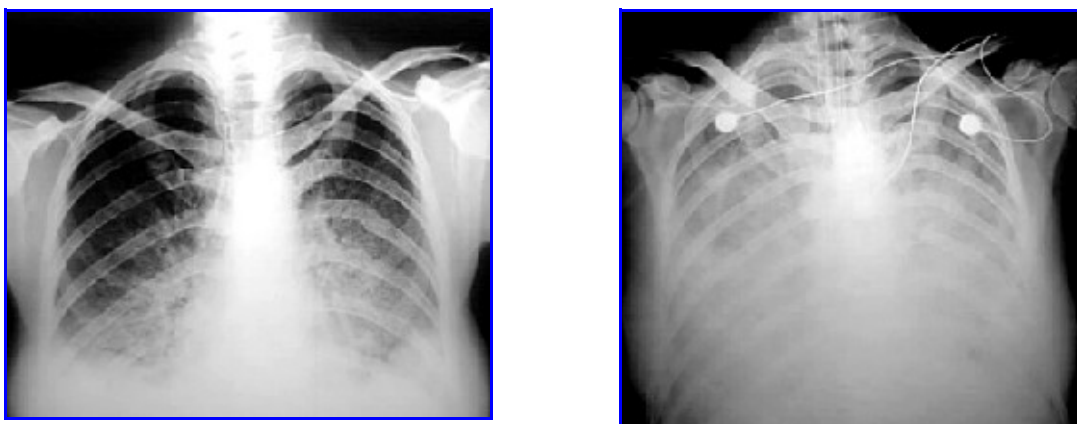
Radiografía de tórax de paciente con Síndrome pulmonar por Hantavirus.
